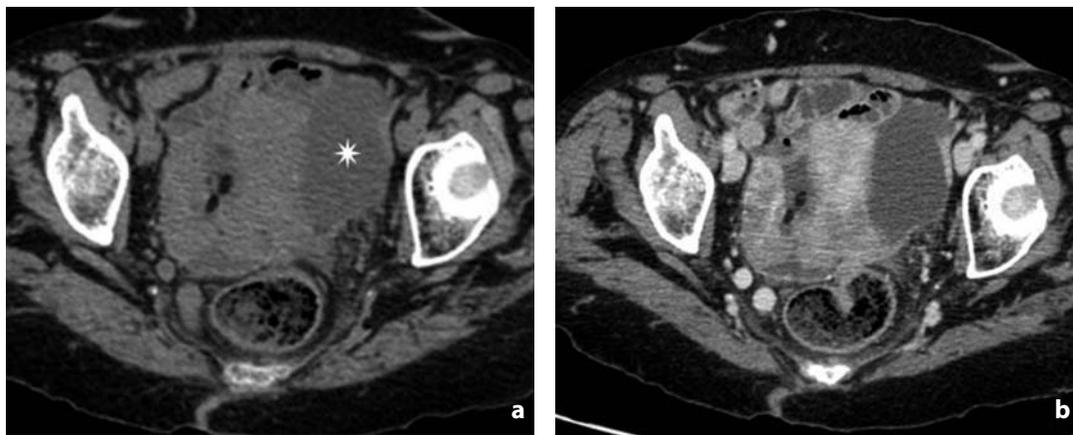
Tomografia computerizzata. Cisti da inclusione peritoneale. a Massa pelvica (asterisco) oblunga, in sede para-uterina, a contenuto fluido e pareti sottili. Dopo mdc (b) la lesione non mostra enhancement parietale e non si riconoscono né seppimentazioni né componenti solide nodulari
